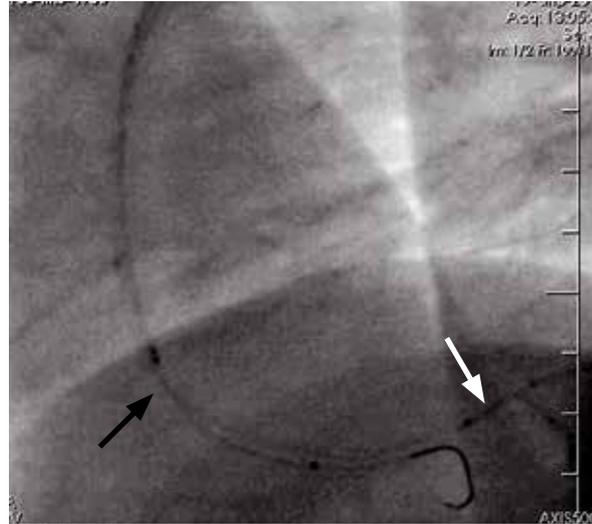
Датчик ВСУЗИ (черная стрелка), микрокатетер в истинном просвете ПКА (белая стрелка).
